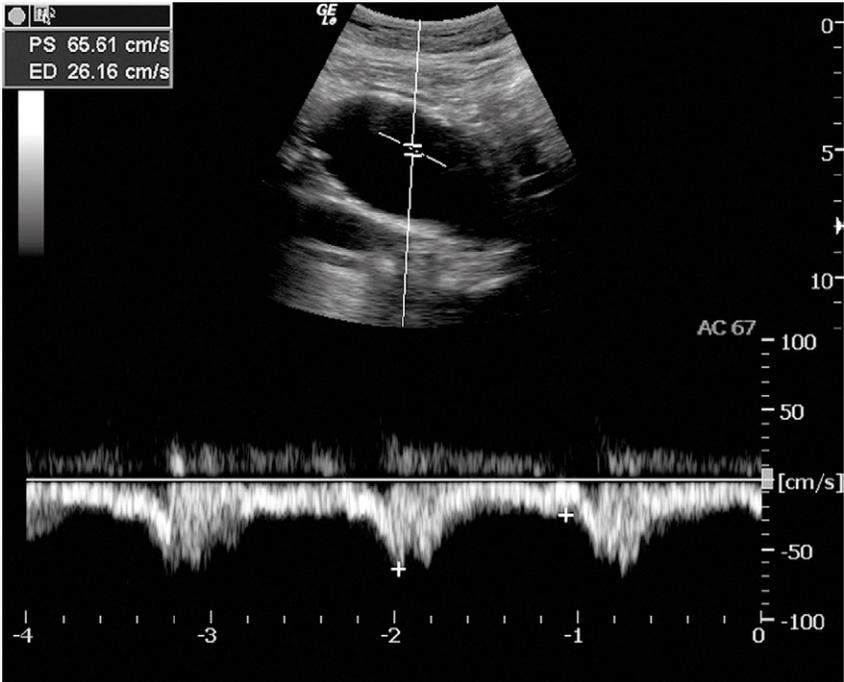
Doppler de onda pulsada que demuestra formas de onda arteriales en el AAA. También se observan la AMS y la VCI.
